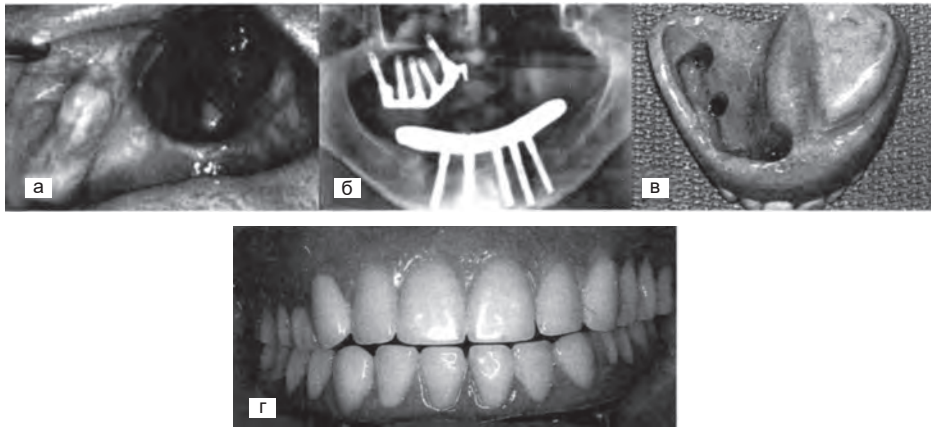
Використання імплантатів для оклюзійної реабілітації онкологічного хворого (передруковано з книги Р. І. Branemark, D. E. Tolman Osseointegration in Craniofacial Reconstruction, 1998): а — дефект у порожнині рота після резекції лівої половини верхньої щелепи з приводу злоякісної пухлини; б — ортопантомограма після встановлення імплантатів і фіксації супраконструкцій для фіксації протезів; в — повний знімний зубний протез з обтуратором дефекту піднебіння; г — фіксовані на імплантатах зубні протези
